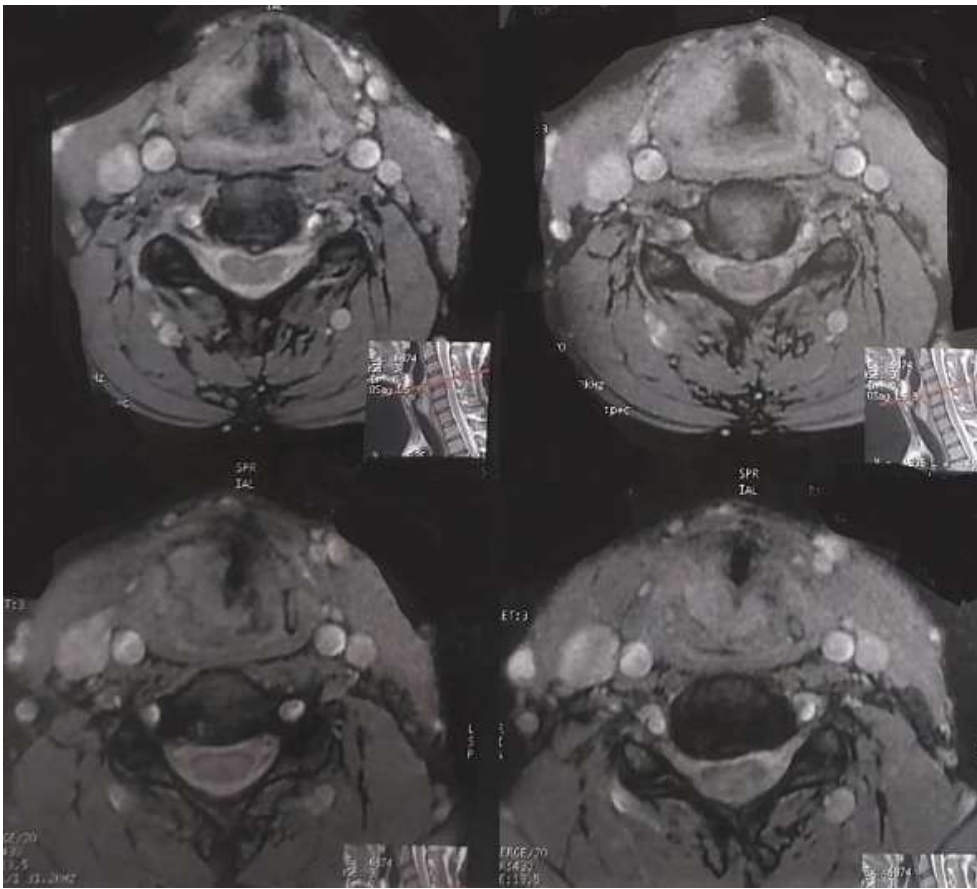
IRM cervicale en coupes axiales séquence T1 avec injection de gadolinium montrant une infiltration laryngée faisant évoquer une hémopathie maligne
